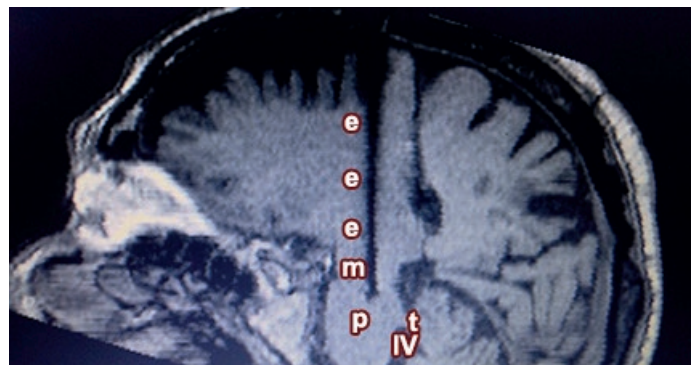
RMN de control posoperatoria, corte parasagital a nivel de la trayectoria del electrodo (e). Mesencefalo (m), Protuberancia (p), IV ventrículo (IV), techo del IV ventrículo (t)
